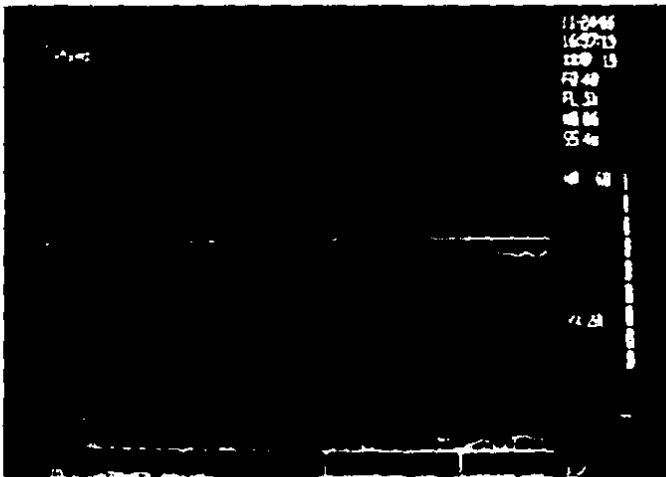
C. Flujo transaórtico por doppler continuo. Paciente No. 3.
